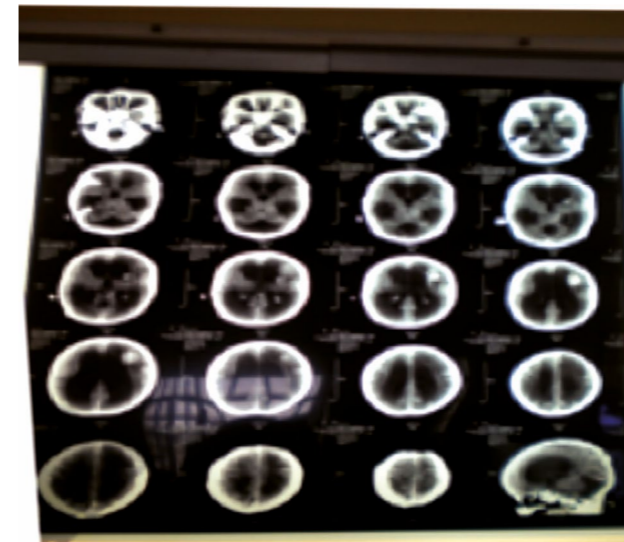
Se observa la tomografía con dilatación ventricular marcada.
